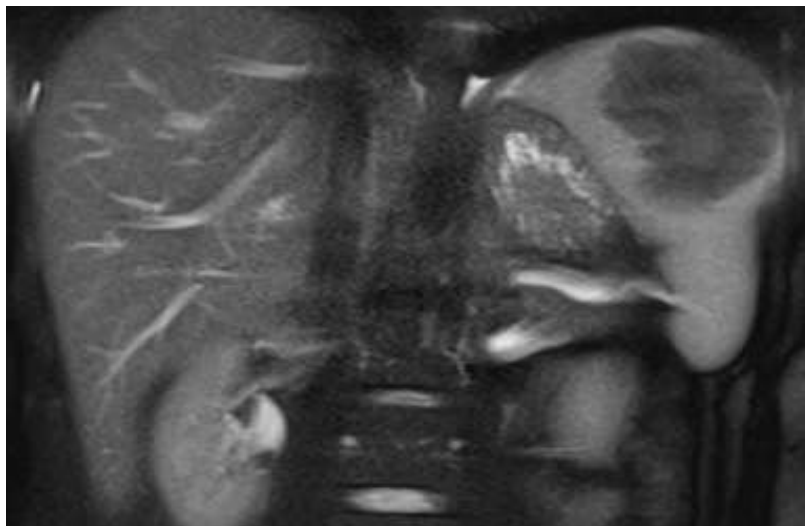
MRT (T2w HASTE COR): lobulierte Raumforderung der Milz (SANT) mit T2w heterogener, gegenüber dem angrenzenden Milzparenchym überwiegend hypointenser Binnenmatrix.
